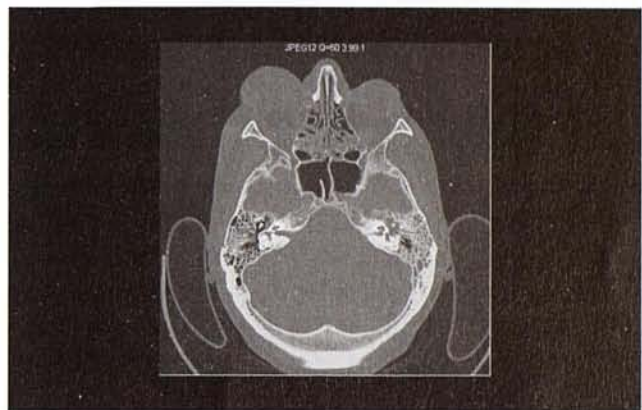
TC sin contraste, serie para valoración ósea. Fractura longitudinal de ambos peñascos (flechas gruesas) y del canal carotídeo izquierdo (flecha fina)
